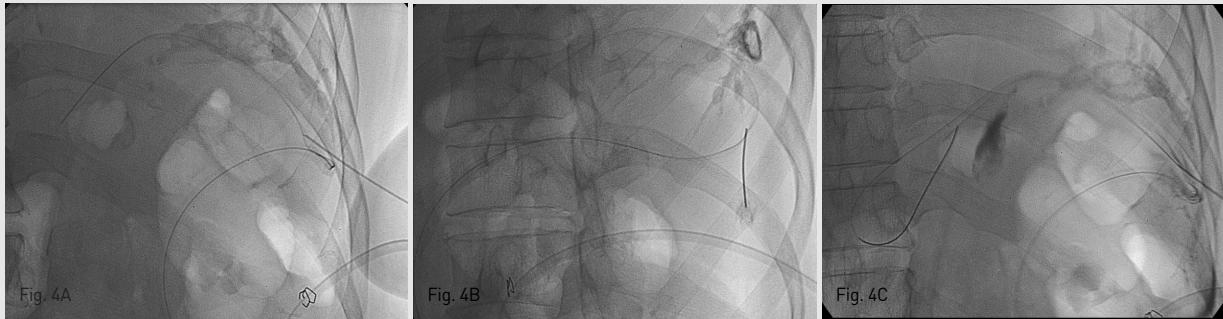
Ultrasonography and fluoroscopy guided 22-gauge Chiba needle is inserted into the Jackson-Pratt drainage catheter induced maturation tract directly on anteroposterior (A) and right 45 degree oblique (B) fluoroscopy images. Hair wire in the Jackson-Pratt drainage catheter induced maturation tract on fluoroscopic image (C).
